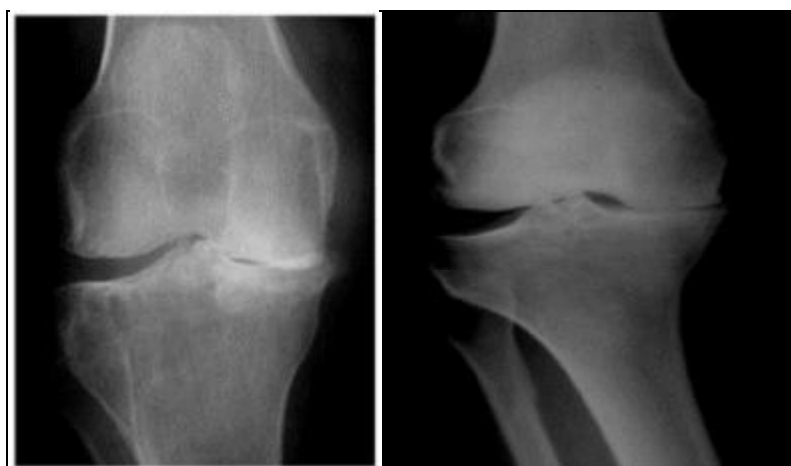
radiographie de face d'un genou varum
